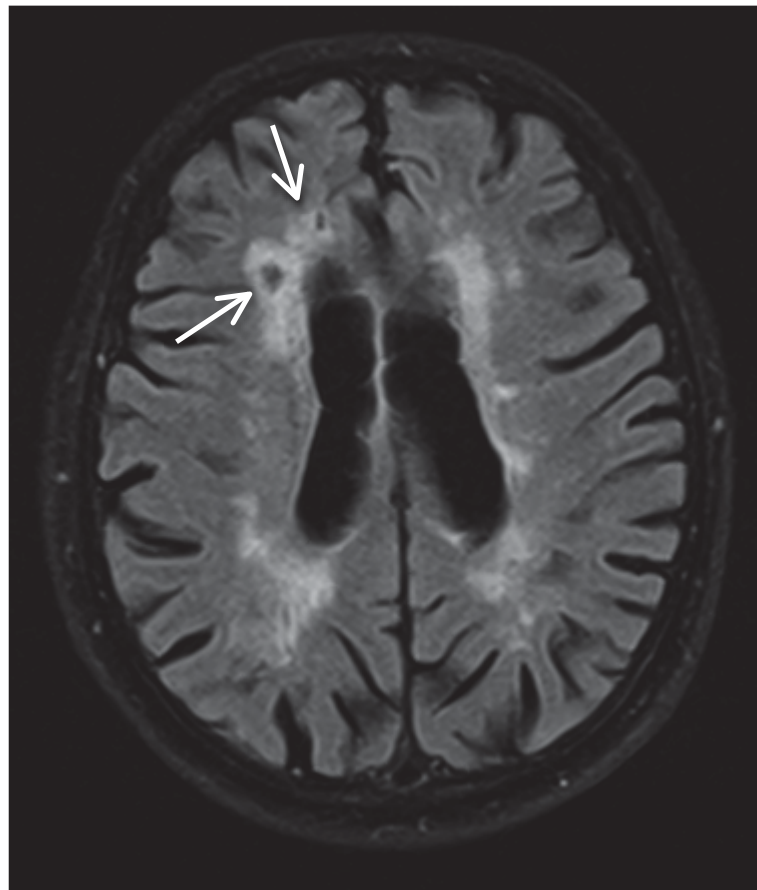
Die diffusionsgewichtete MRT-Sequenz zeigt Lakunen (siehe Pfeile) und White Matter Hyperintensities; Mit freundlicher Genehmigung der Universitätskliniken für Neurologie und Radiologie Graz
